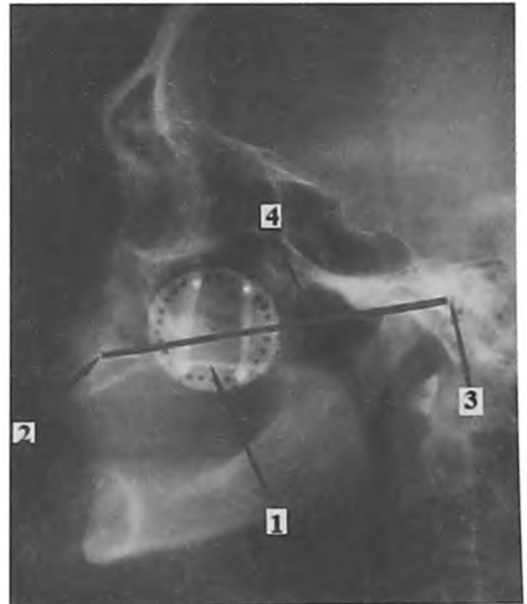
Боковая телерентгенограмма головы: 1-самоклеящаяся пластинка; 2-передняя носовая ось; 3-основание наружного слухового прохода; 4-камперовская горизонталь.
